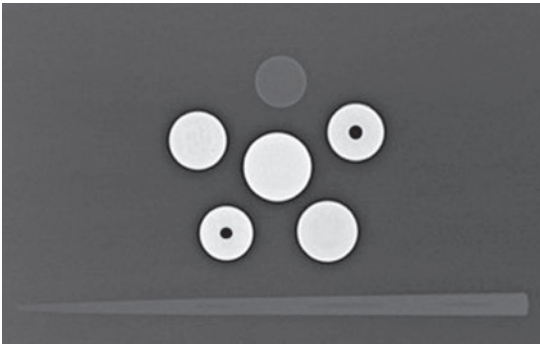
Radiograph of Japanese coins
